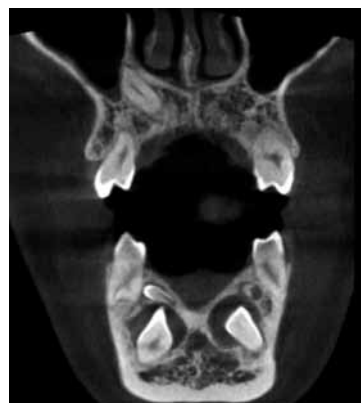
Bad CBCT żuchwy uwidaczniające obecność zębów nadliczbowych w okolicy zatrzymanych kłów stałych, widoczne także zagęszczenia struktury kości gąbczastej żuchwy.
